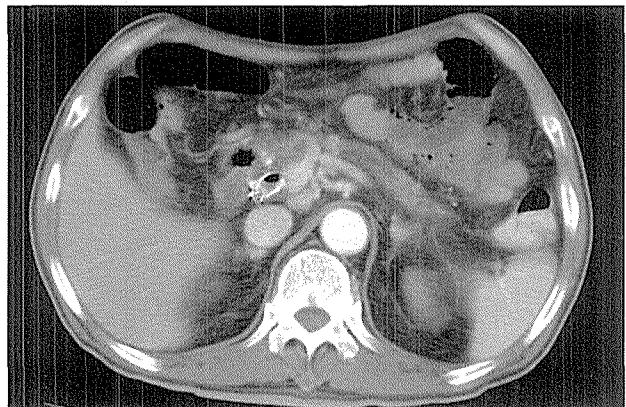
Post-ERCP abdomen CT shows no definite change of pancreas from the previous abdomen CT, and shows the metal stent placed at the narrowing of distal CBD.
